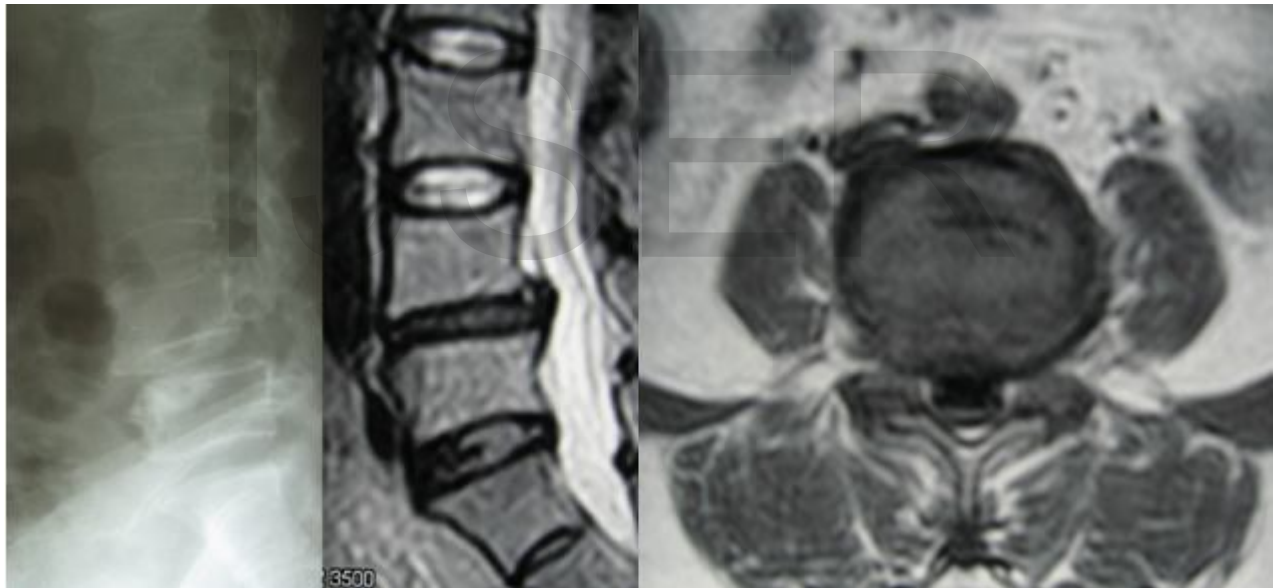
et 5 représentent le grade de spondylolisthésis (L4-L5) par radiologie conventionnelle avec une hernie discale et un canal lombaire étroit par l'IRM.
